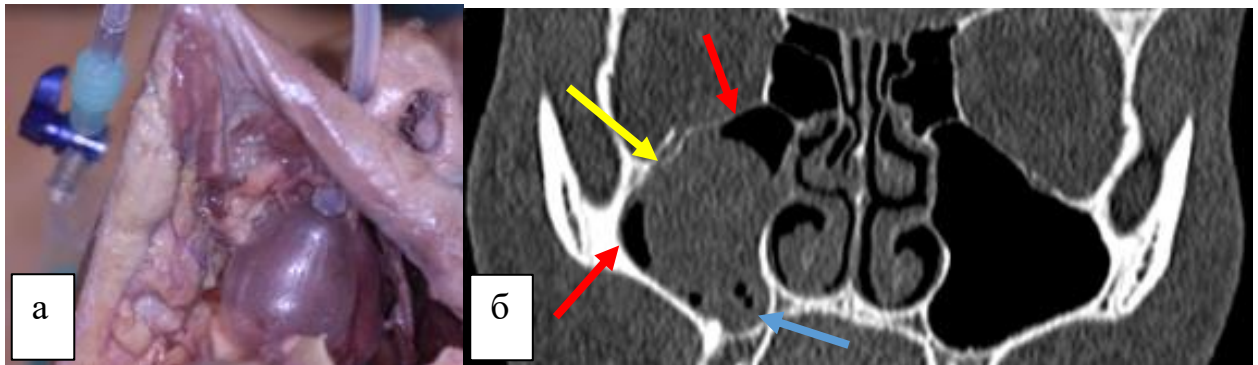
а) Анатомический препарат с остеотомированной верхней челюстью по LeFort I для визуализации положения баллона, который неравномерно заполняет верхнечелюстную пазуху с образованием «мертвых пространств»; б) КТ картина тампонады верхнечелюстной пазухи, желтая стрелка – точки контакта, красные стрелки – «мертвые пространства», синяя стрелка – скопление слизи.
